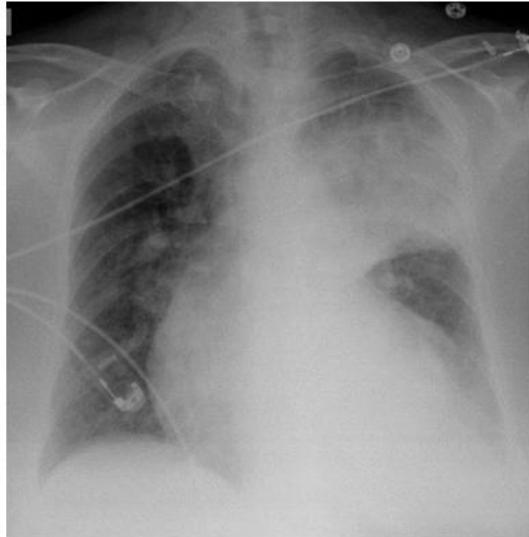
A Radiographie de pneumonie franche lobaire aiguë du culmen.
